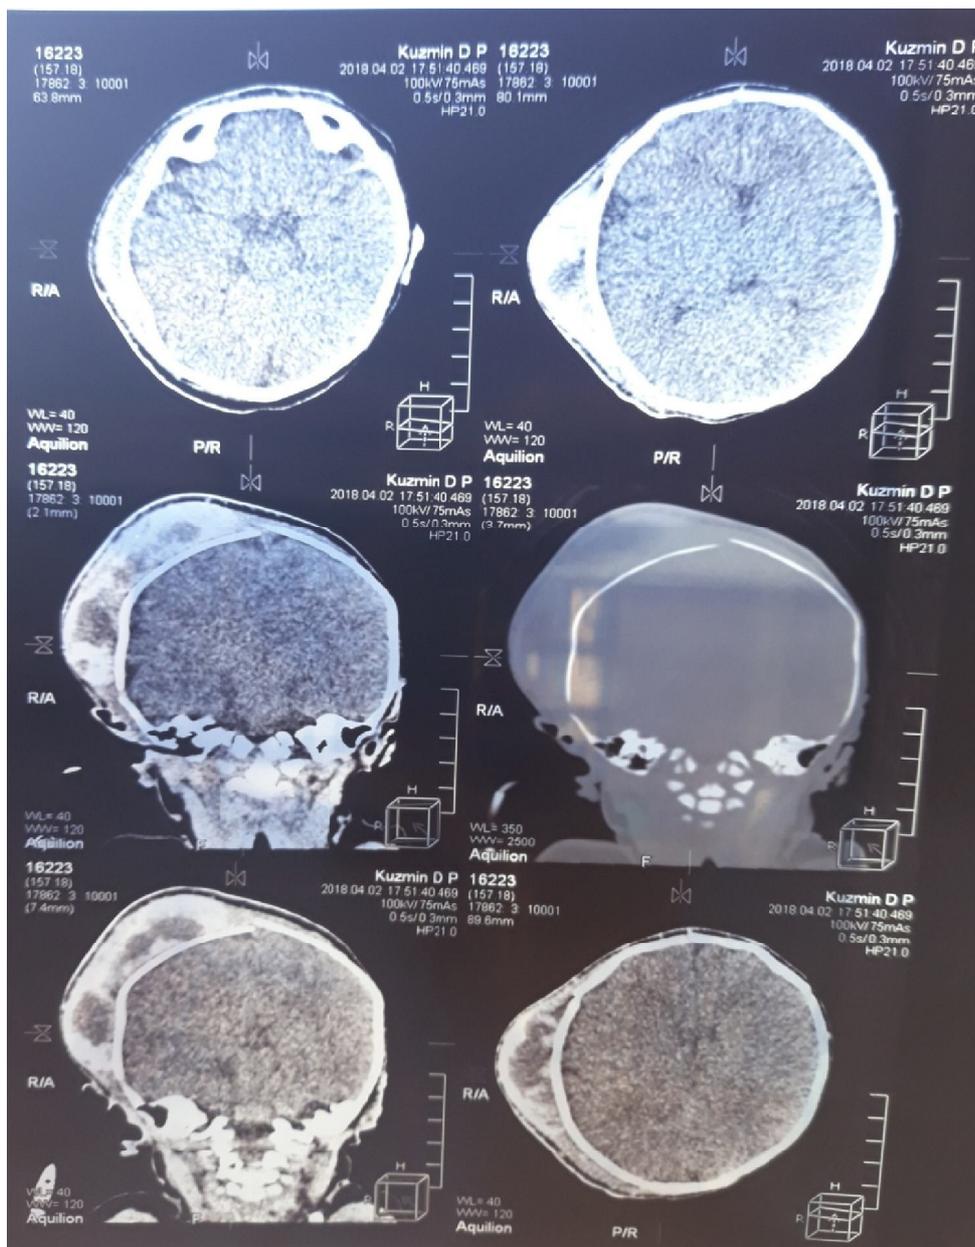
Томограмма черепа больного К.
